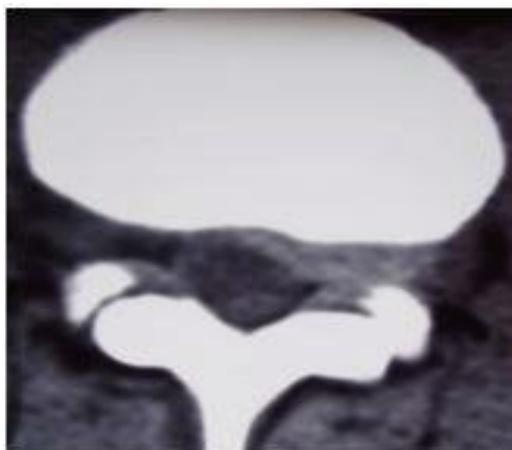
TDM rachis lombaire coupe axiale montrant une hernie discale foraminale gauche
